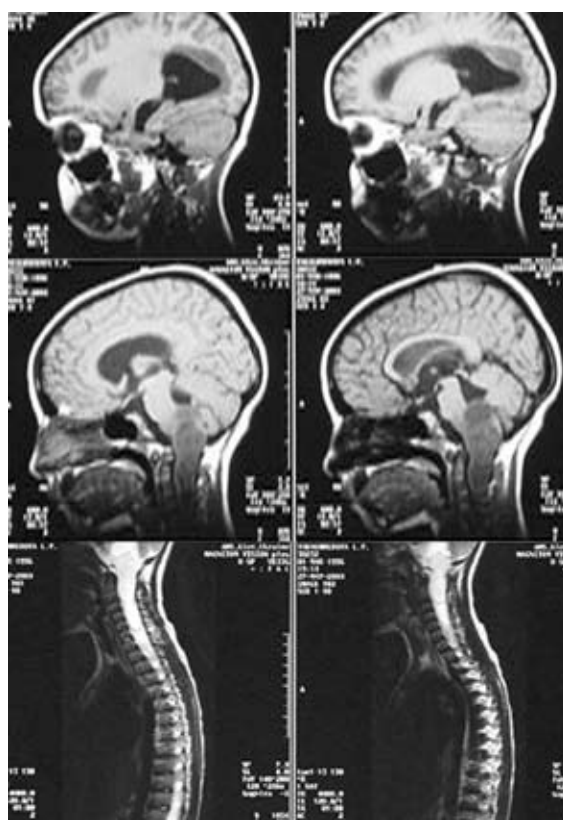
Магнитно-резонансные томограммы головного мозга и шейно-грудного отдела спинного мозга. Сагиттальная проекция. Краниоспинальная опухоль в проекции продолговатого мозга с интрамедуллярным распространением до уровня C_{VI}
